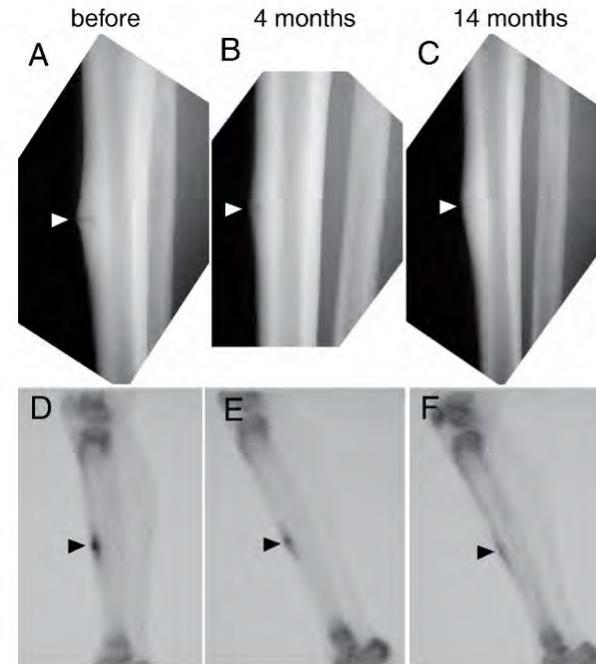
Typical recovery (case 4) of before and after 4 and 14 months of LIPUS treatment after anterior mid-tibia stress fracture. The umbauzone is clearly visible in the anterior tibia cortex on lateral radiography (A, arrowhead). This umbauzone gradually fused 4-months after treatment (B, arrowhead), and completely fused at 14 months (C, arrowhead). Similarly, by one scintigraphy, densely hot spots were visible on the umbauzone before treatment (D, arrowhead). These spots on gradually disappeared 4 and 14-months after treatment (E and F, arrowheads).
